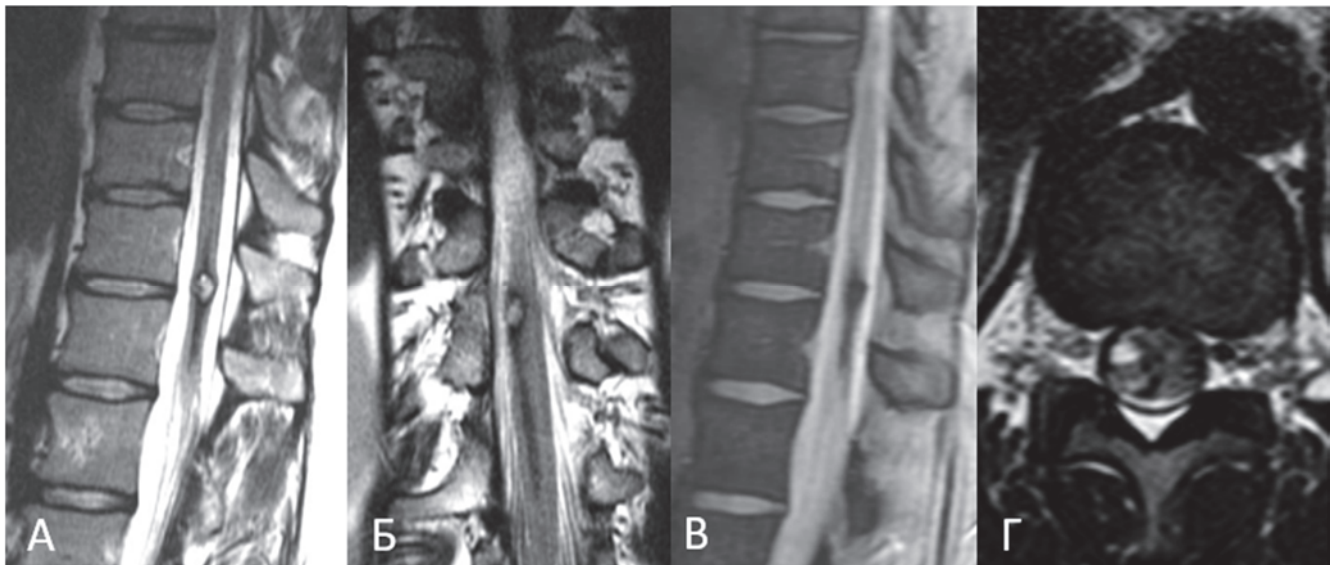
Пациентка Г-ва Я. К., МРТ грудного отдела позвоночника в режиме T2-ВИ в сагиттальной (А), фронтальной (Б) и аксиальной (Г) проекциях и в режиме 2D MERGE в сагиттальной (В) проекции: картина интрамедуллярного объемного образования на уровне Th11–Th12 позвонков
